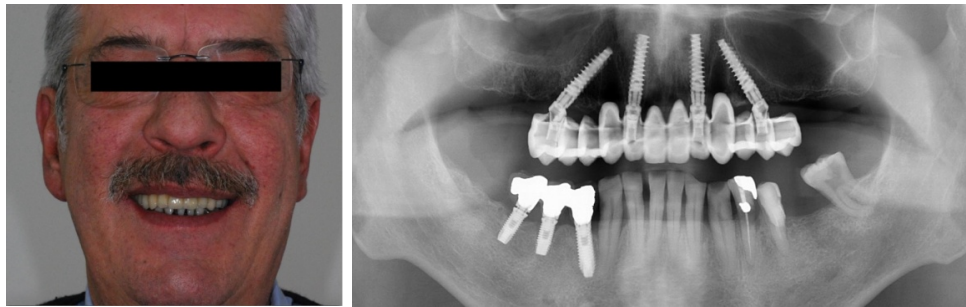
Follow-up a 1 anno dalla chirurgia implantare. Foto del sorriso del paziente (sinistra); Radiografia OPT a 1 anno dall'intervento (destra).
